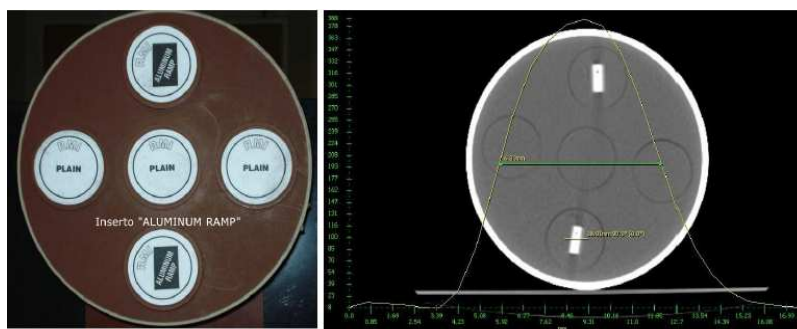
Espesor efectivo de corte: (a) Dos insertos “ALUMINUM RAMP”, en la cavidades superiores e inferiores delmaniquí RMI región cabeza (b) Imagen TC del maniquí con los insertos “ALUMINUM RAMP”, y el FWHM del perfil de la sensibilidad de corte (Cortesía General Electric) Tolerancia FWHM. [9]
